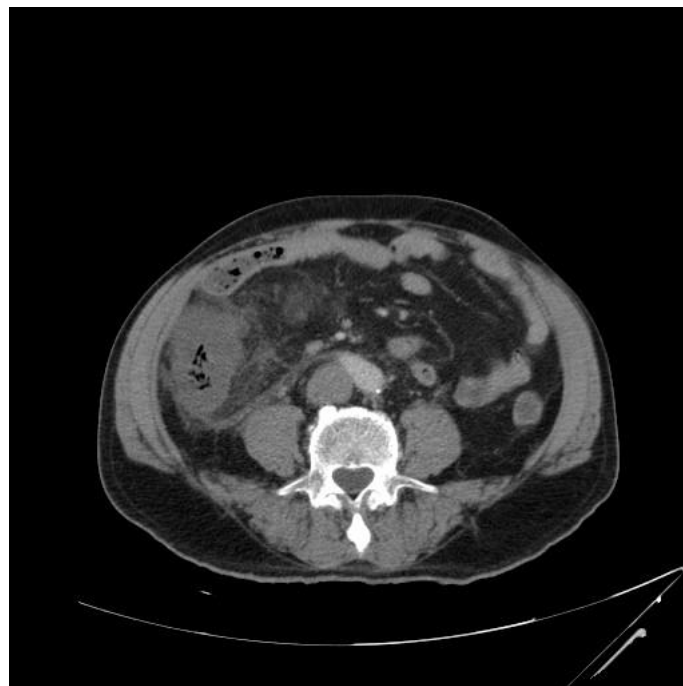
Imagem axial de TC do abdome e pelve com contraste EV demonstrando acentuado espessamento parietal do cólon ascendente, associado a densificação do tecido adiposo pericolônico e pequena quantidade de líquido adjacente.
